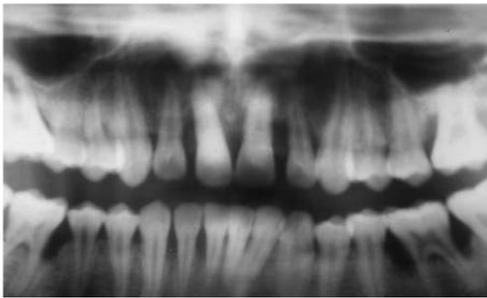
examen radiographique dans le diagnostic d'une parodontite. (20)
